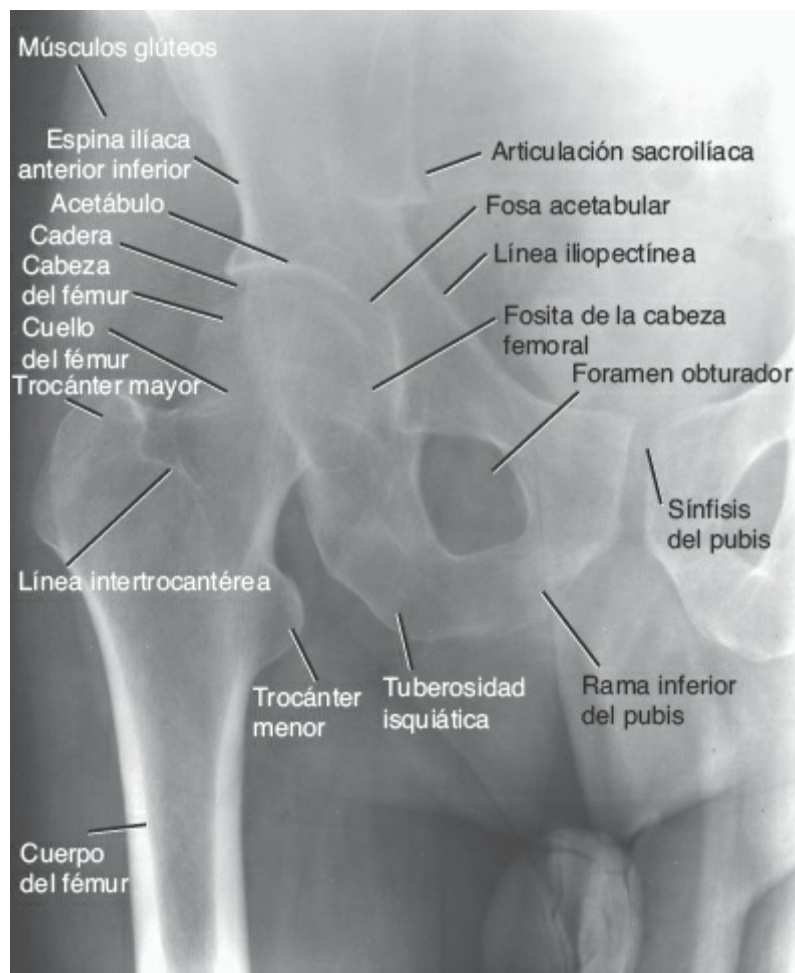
Radiografía anteroposterior de la articulación de la cadera. Téngase en cuenta que el borde inferior del cuello del fémur debe formar una curva continua con el borde superior del foramen obturador (línea de Shenton).
